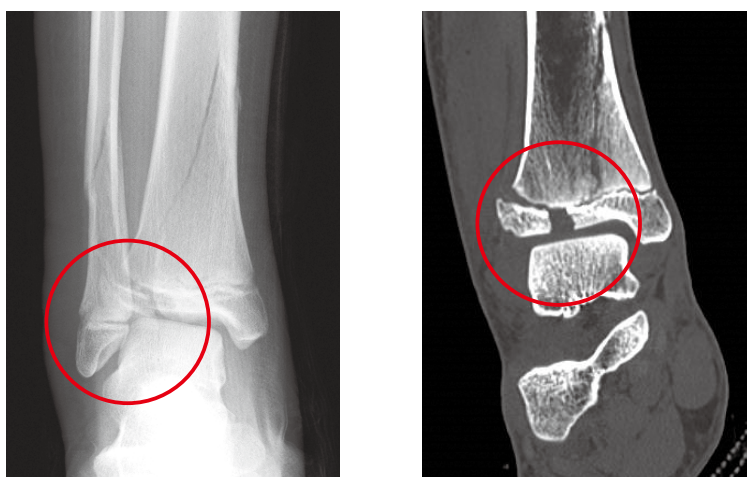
左：単純X線 右：CT 脛骨の骨端線に至る損傷が見られます。
